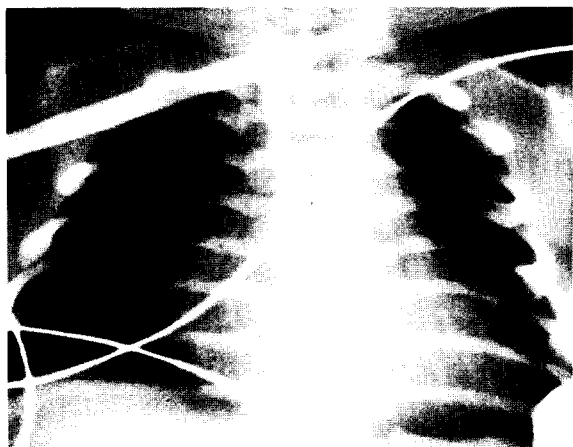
Preoperative chest X-ray (PA view).
